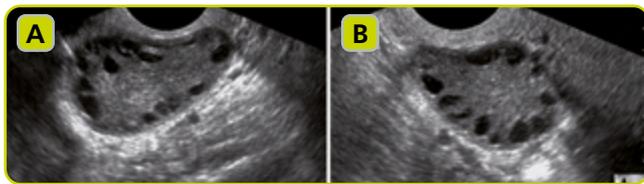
SOP visto por ecografía.
